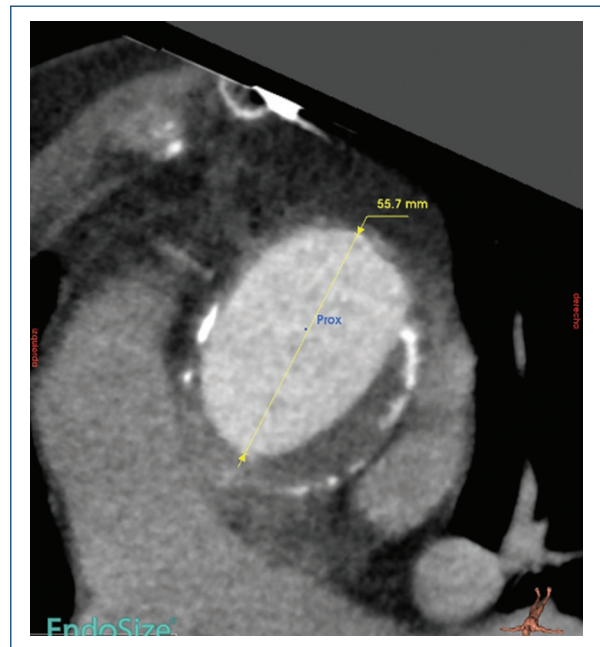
Tomografía computarizada de aorta preoperatoria. Proyección axial de aorta ascendente a nivel de la unión sinotubular. Se observa una disección de la aorta ascendente con luz verdadera de 16 mm.
